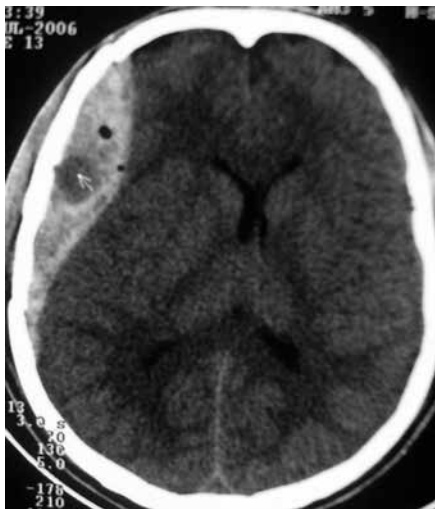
TC de crânio sem contraste apresentando hematoma extradural parietal direito, efeito de massa e com dupla densidade, caracterizando o sinal do redemoinho.
